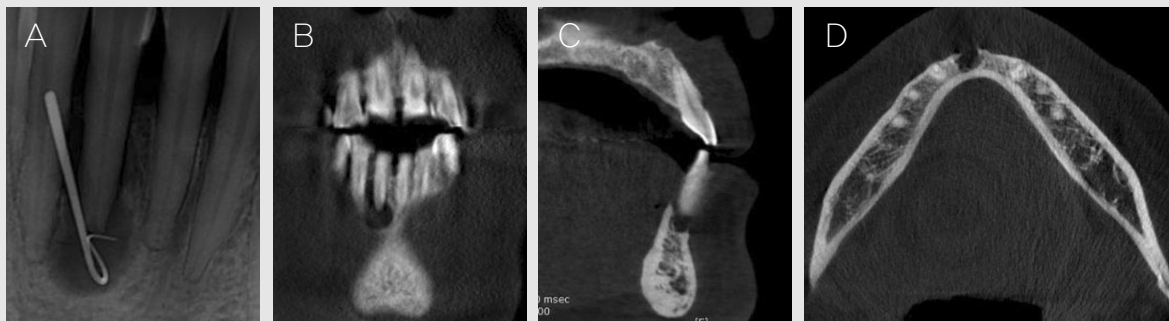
Initial radiograph images. (A) Periapical radiographic finding of mandibular right central incisor, which is shown a periapical radiolucency with gutta-percha tracing. Radiolucent lesion showed approximately 6 mm in diameter at the apical area and extended to distal aspect of the mandibular right central incisor. CBCT images of mandibular right central incisor in (B) coronal, (C) sagittal and (D) horizontal section. Severe bone loss was observed at the apical, buccal and distal aspect of the mandibular right central incisor.
